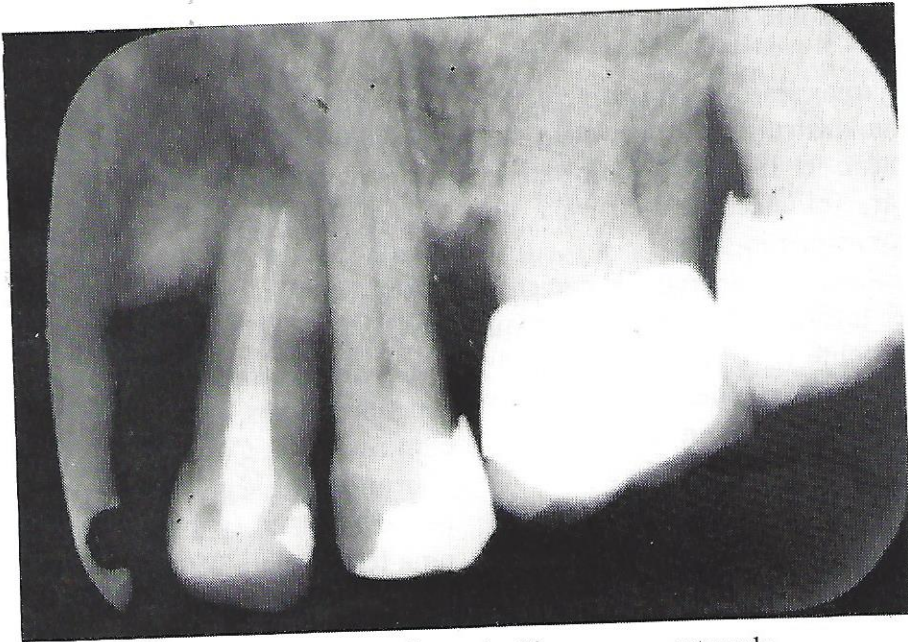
Radiografia após 18 meses, mostrando completo preenchimento da cavidade com o osso neoformado.
